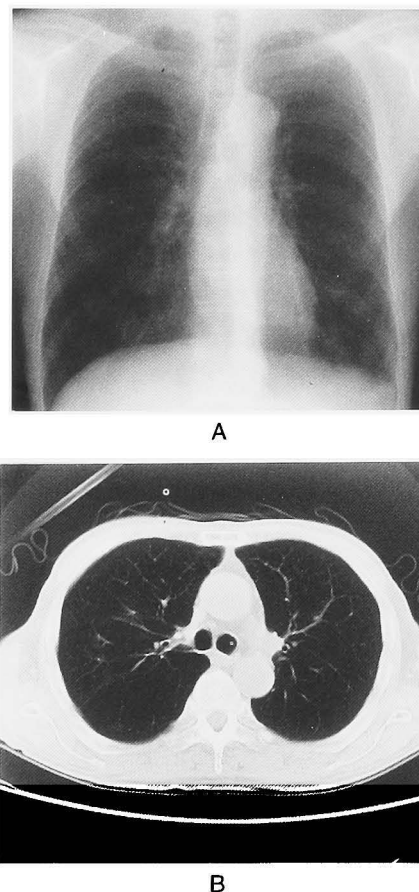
A: Chest radiograph showing disappearance of pulmonary metastases and improvement of the lymphangitis carcinomatosa. B: Chest computed tomography showing complete regression of the metastases of the renal cell carcinoma.
